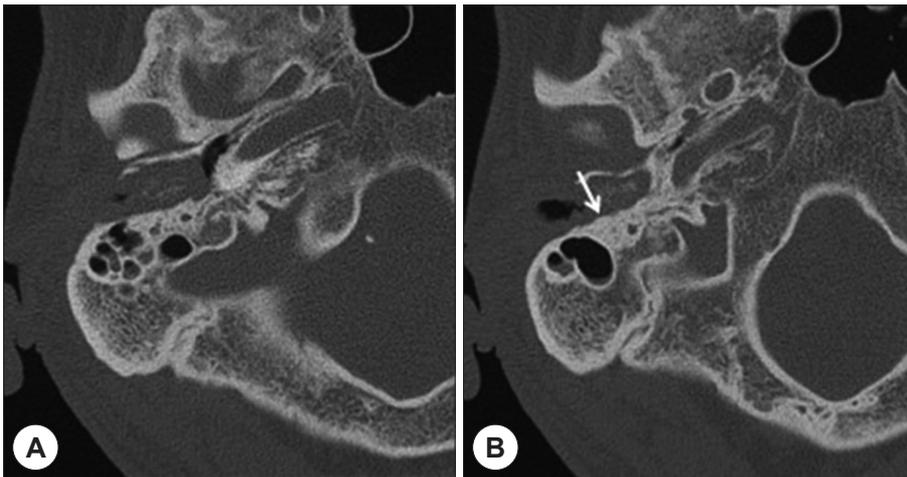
Initial temporal bone computed tomography. Right ear canal is filled with soft tissue mass containing calcific density (A) and mild cortical bony erosion is noted (B, arrow). Compared to ear canal, middle ear space and mastoid are clear relatively, and cortical bone around petrosphenoidal fissure is intact (B).
